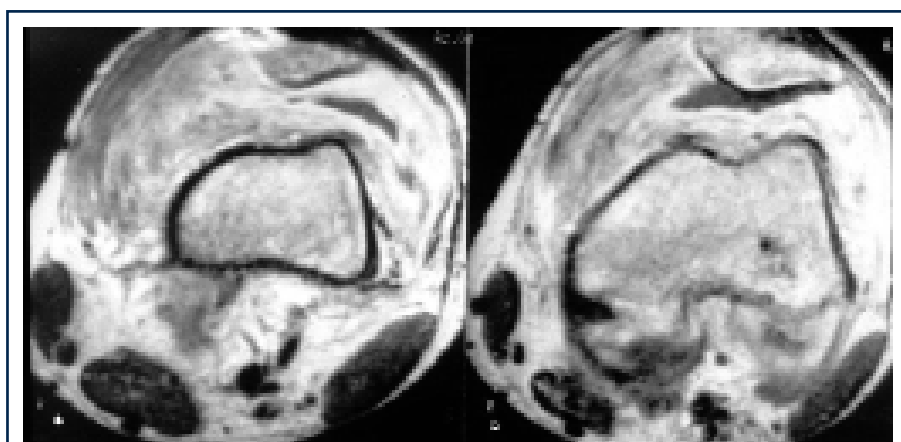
(a, b). Immagini RMN in scansione trasversale: si conferma la diffusa ed esuberante iperplasia sinoviale neoplastiforme.
